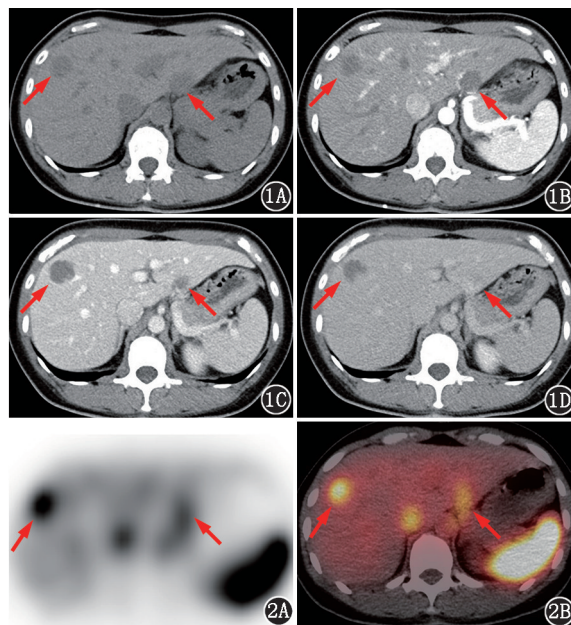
肝血管瘤患者(女,45岁)腹部增强CT图(1A.平扫;1B.动脉期;1C.门脉期;1D.平衡期)。肝左右叶可见多个略低密度灶,动脉期边缘可见明显强化,门脉期和平衡期逐渐向内填充(箭头示) 图2 同一患者 ^{99m}Tc -RBC肝血池SPECT/CT显像图(2A. SPECT显像图;2B. SPECT/CT融合显像图)。肝左右叶多个占位,可见明显显像剂摄取(箭头示)
